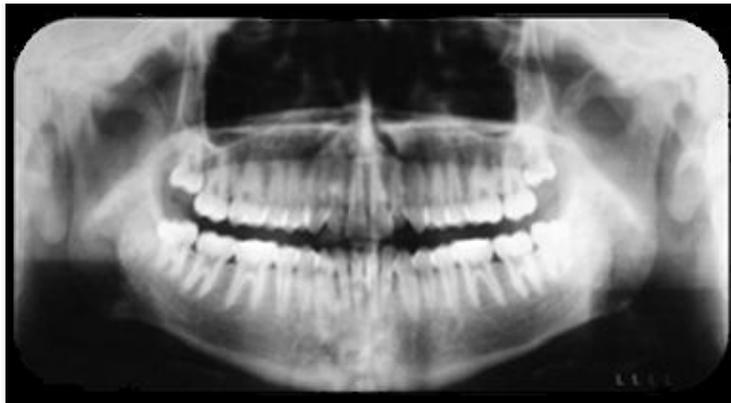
Ortopantomografía.<sup>7</sup>
